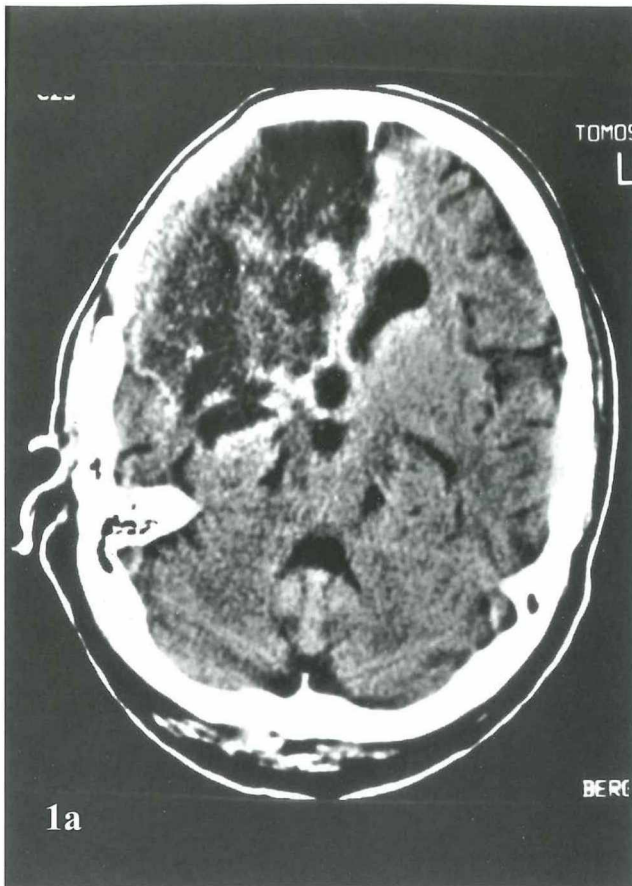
30-jähriger Patient mit Polytrauma nach Verkehrsunfall. Im CCT bei Aufnahme zeigte sich ein schmales subdurales Hämatom, neben multiplen Extremitätenfrakturen wurde ein Pneumothorax und eine Kieferhöhlenfraktur diagnostiziert. Nach der operativen Stabilisierung der Frakturen zeigte sich eine linksseitige Hemiplegie, bei CCT-Kontrollen fand sich ein ausgedehnter Hirninfarkt im Versorgungsbereich der A. cerebri anterior und media rechts (Abb. 1a). Wegen der Hirnswellung wurde eine Kraniotomie durchgeführt, Untersuchungen zum Ausschluß von Verletzungen hirnersorgender Arterien erfolgten nicht. Nach der Verlegung in unsere Abteilung ließ sich dopplersonographisch ein traumatischer Verschuß der linken A. carotis interna sowie A. vertebralis nachweisen (Abb. 1b) und angiographisch bestätigen (Abb. 1c) [36]
